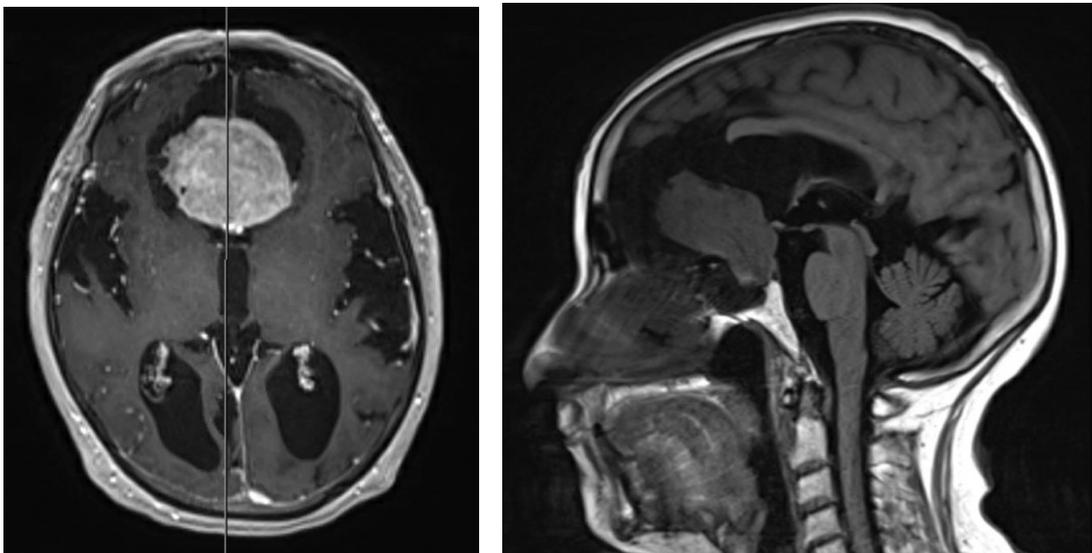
Macroadenoma hipofisario con déficit del eje gonadotropo. Clínica por efecto masa de la lesión. RM axial (izda), y sagital (dcha.).
